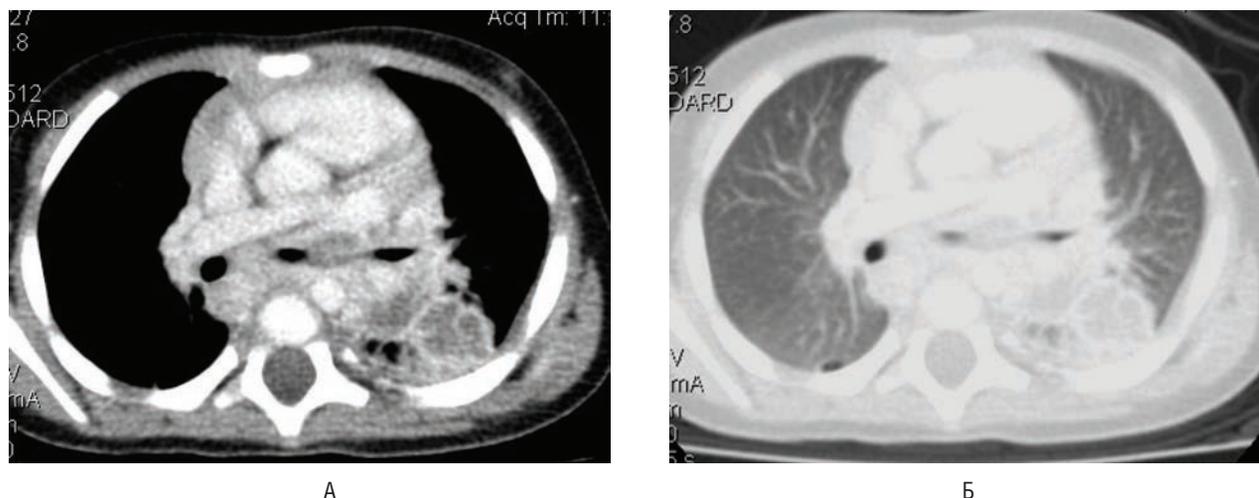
МСКТ с ангиографией пациентки М. 9 мес. при поступлении (04.06.13.):
